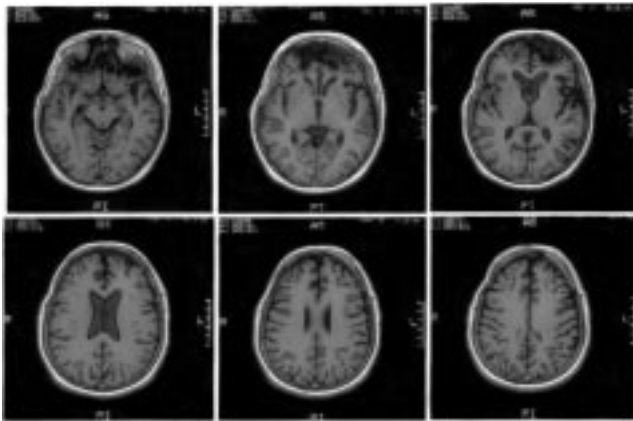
Imágenes obtenidas mediante Resonancia Magnética del caso 1. Puede observarse la lesión frontal basal bilateral, necrosis de ambos polos temporales y de los núcleos amigdalinos.
